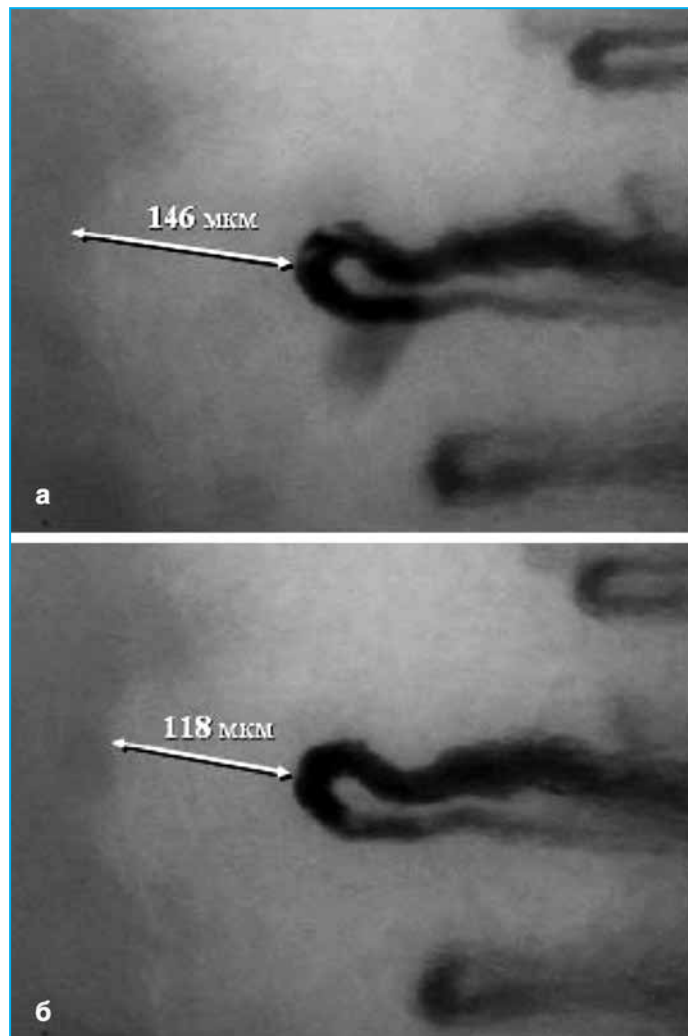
Размер перикапиллярной зоны: а – исходный; б – через 2 ч после окончания инфузии Актовегина [25]
